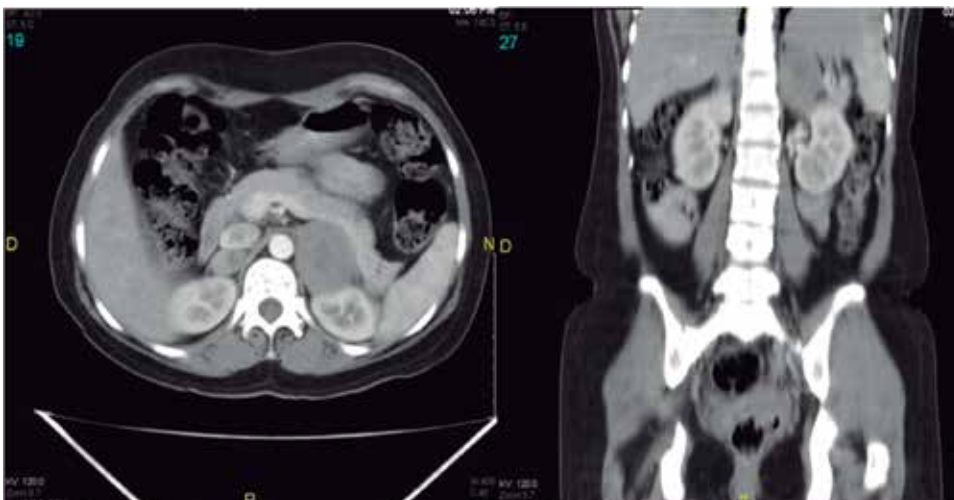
Tomografía contrastada: aumento de tamaño de ambas glándulas suprarrenales.
